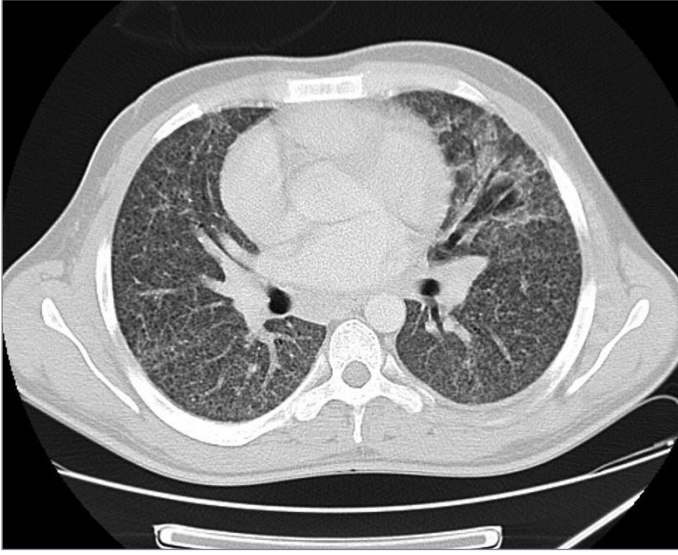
Hastanın babasına ait BT parankim görüntüsü
